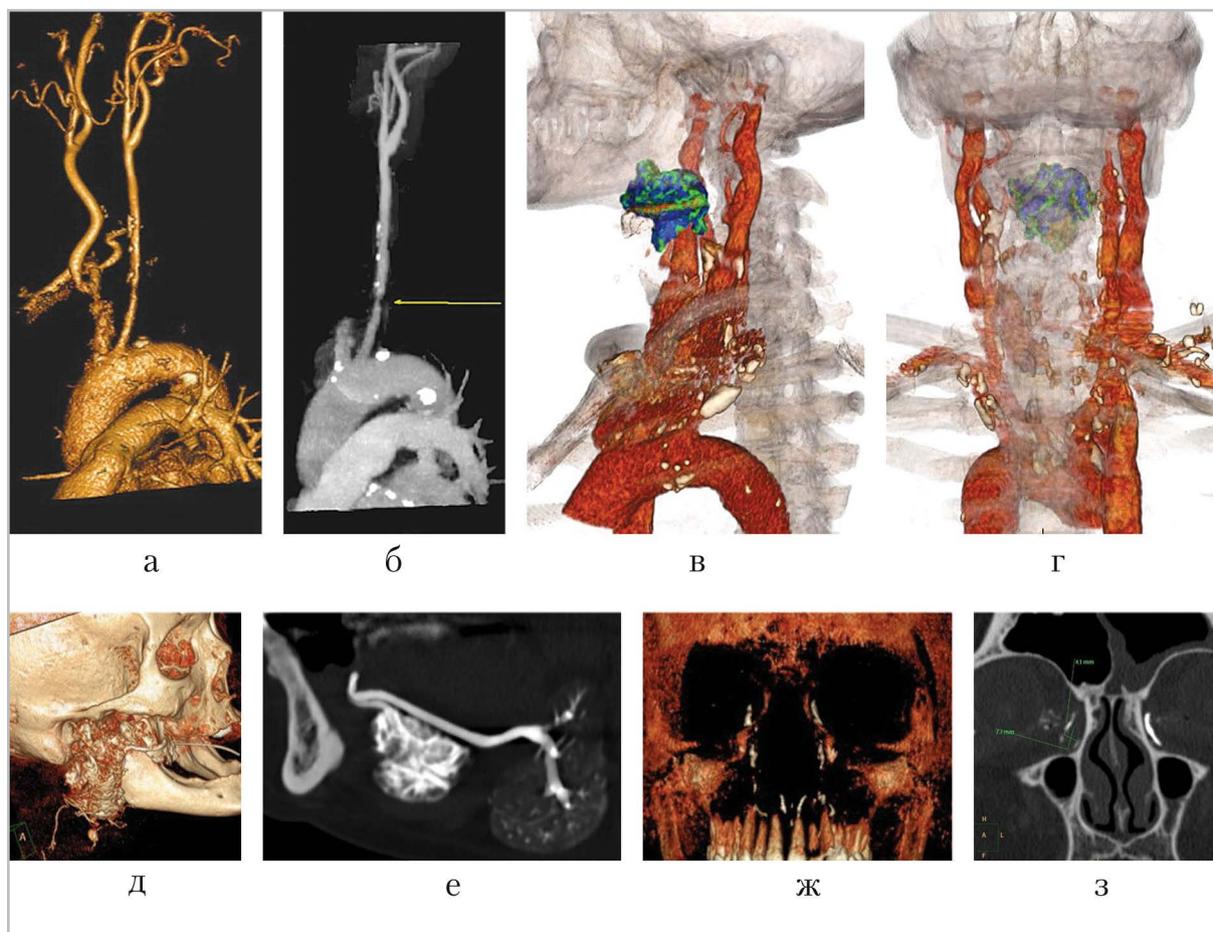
МСК-томограммы: *а, б* – МСКТ-ангиография; *в, г* – МСКТ с контрастным усилением; *д, е* – МСКТ-сиалография; *ж, з* – МСКТ-дакриоцистография
